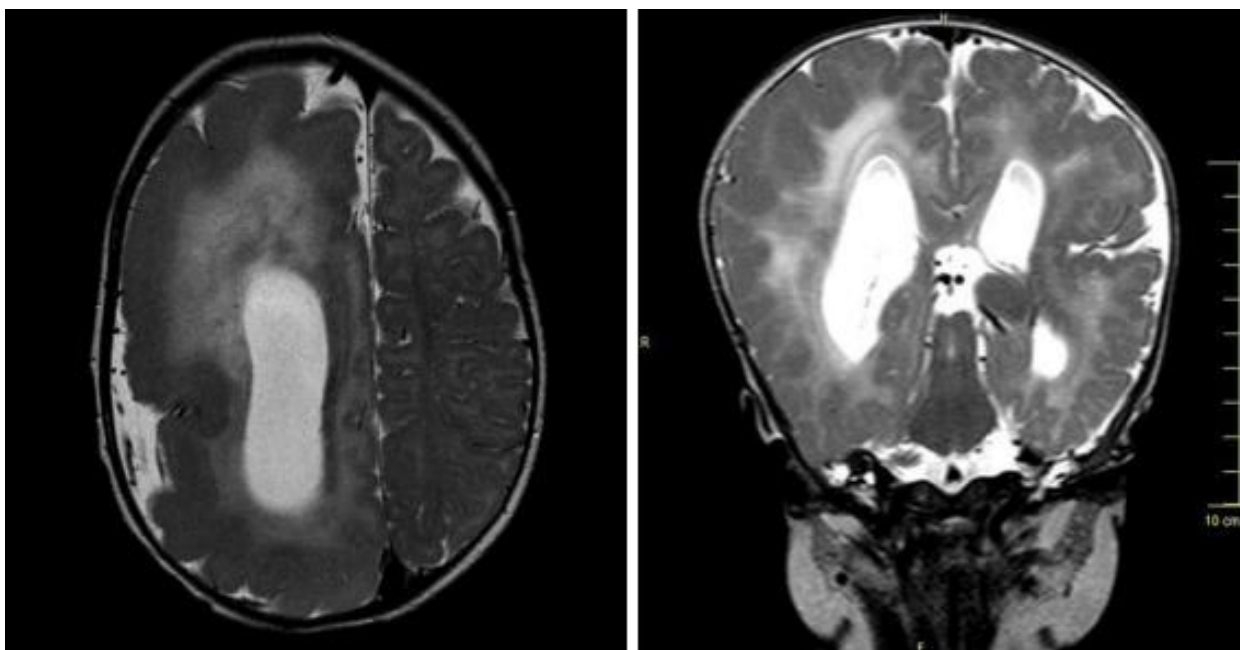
Hémimégalencéphalie droite, coupe axiale (à gauche) et coronale (à droite) séquence T2 (IRM) [F7].
